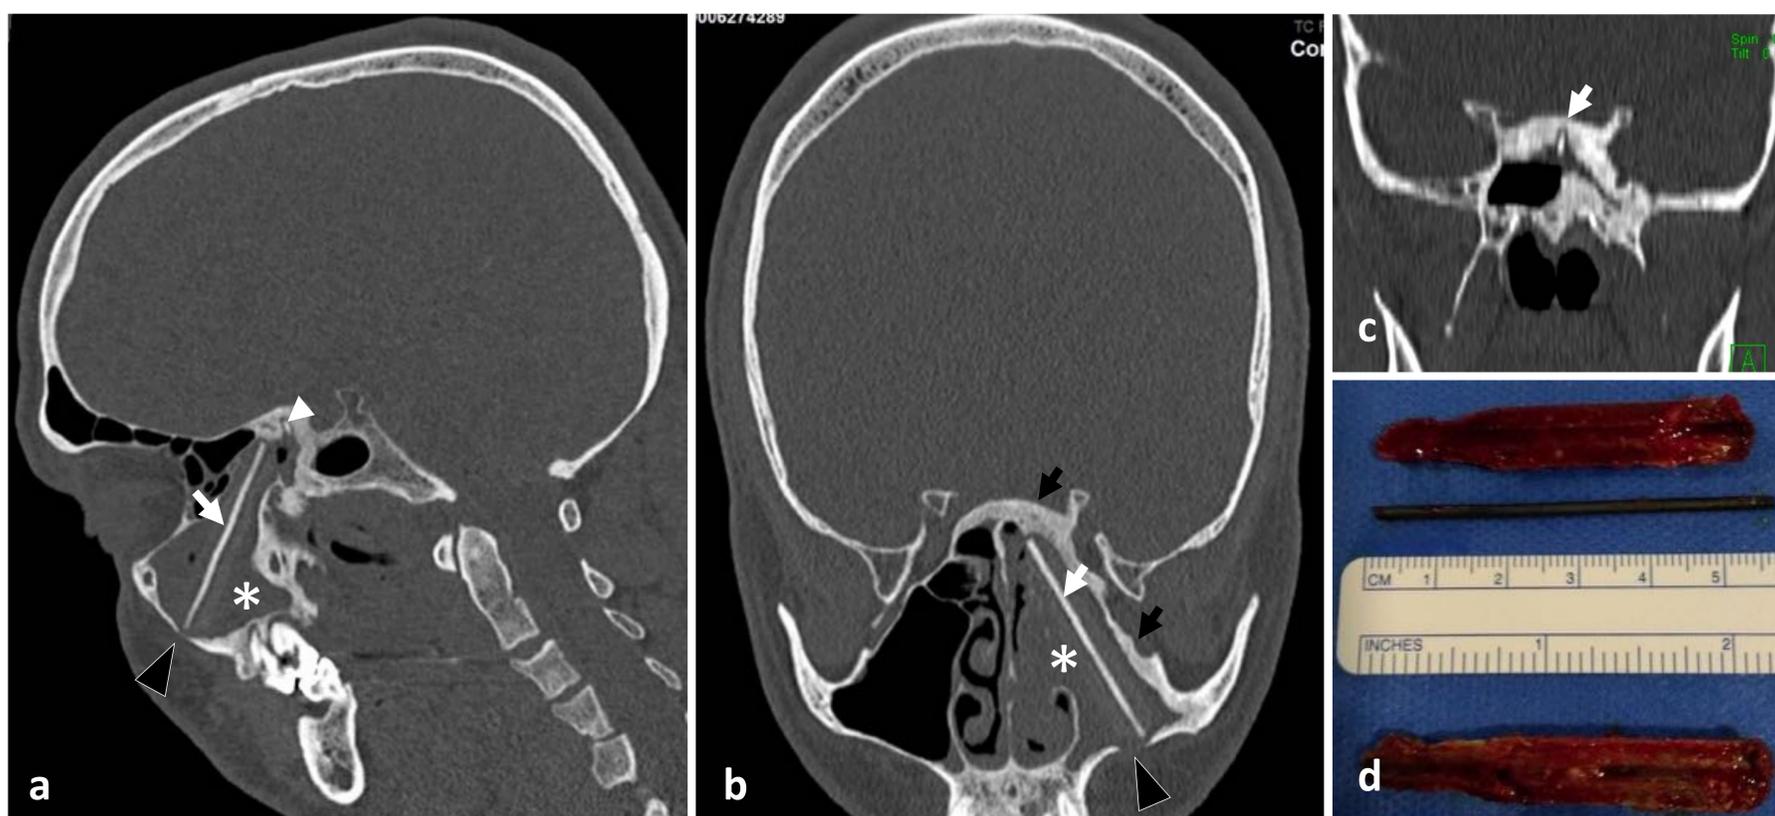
(a, b, c) TC craneofacial, ventana de hueso, sagital, coronal oblicua y coronal. Ocupación de senos maxilar y esfenoidal izquierdos (*asterisco*), con esclerosis de sus paredes (*flecha negra*) de origen inflamatorio crónico. Cuerpo extraño tubular con área central radiopaca (*flecha blanca*) y periférica de menor densidad en el seno maxilar izquierdo, con defecto óseo en su pared anterior (*punta de flecha*). Fragmento del cuerpo extraño adyacente al techo del seno esfenoidal izquierdo (*flecha*). (d) Cuerpo extraño extraído: lápiz de madera y mina de grafito. El paciente no supo precisar su origen.
